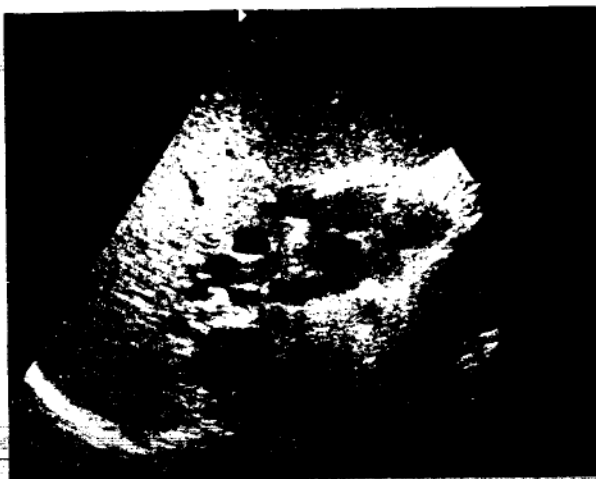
Splină - structura ecogenă, omogenă. În hil multiple imagini transonice, tortuoase cu semnal Doppler de tip venos (săgeți) - dilatații venoase în hipertensiunea portală.
